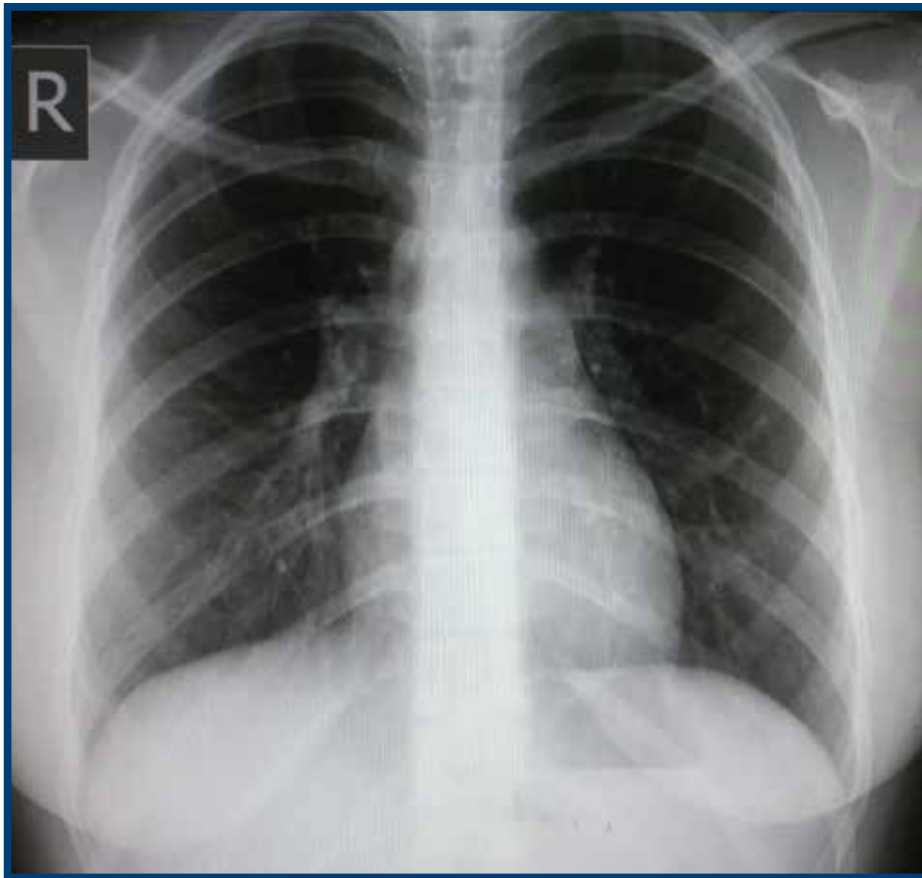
Radiografía de tórax PA sin alteraciones en paciente con pródromo de SCPH. Imagen sin datos de infiltrado pulmonar ni alteraciones en la silueta cardíaca.
